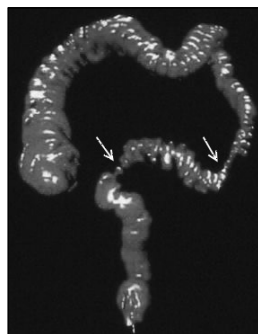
Трехмерное изображение толстой кишки, полученное на компьютерном томографе – виртуальная колоноскопия
